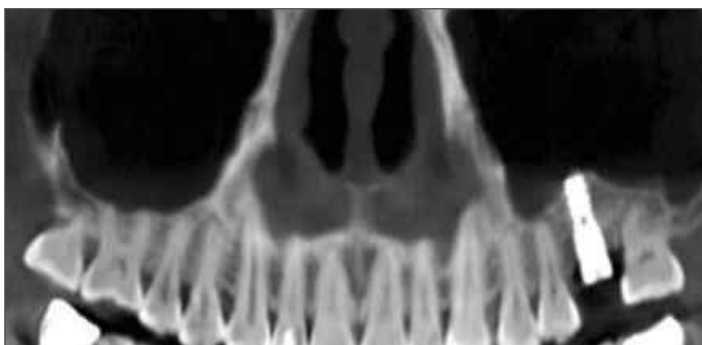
CBCT after 4 months healing. Favorable sinus augmentation is seen. Impression was taken at this stage. Periotest value was minus 4. Good osseointegration was gained in short healing period thanks to collaboration of autologous growth factors and food initial stability of implant.
